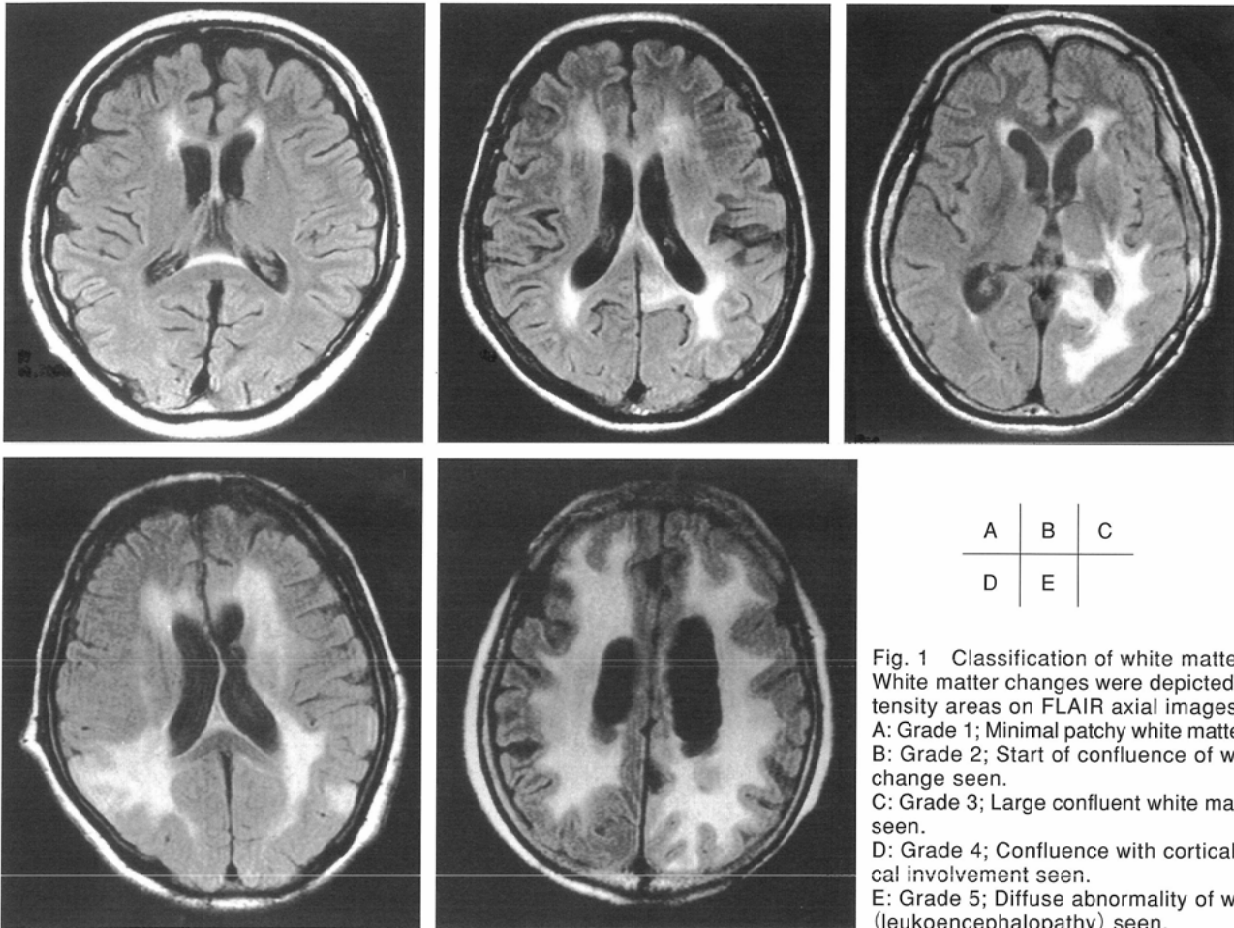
Classification of white matter changes. White matter changes were depicted as high intensity areas on FLAIR axial images.
